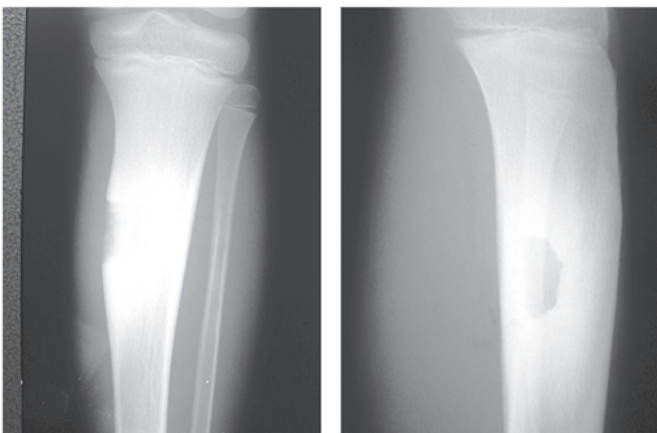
Radiografia no pós-operatório AP e perfil
